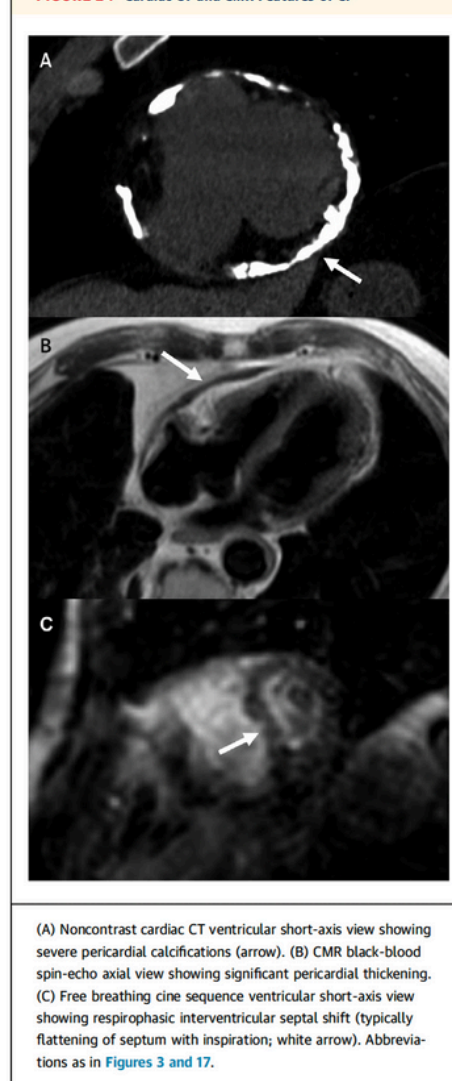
Cardiac CT and CMR Features of CP
